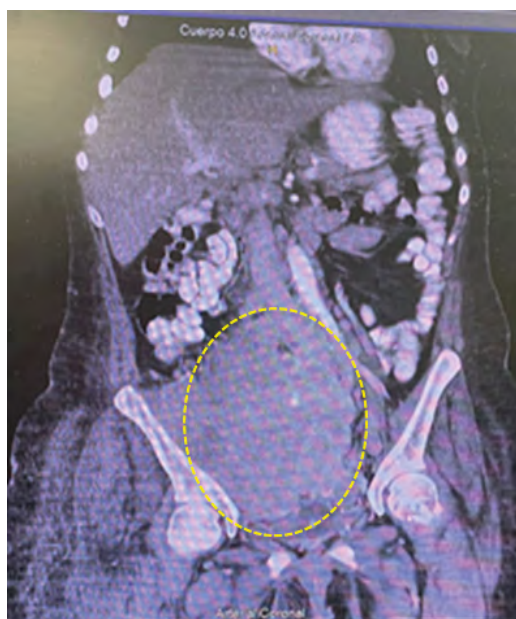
TC de abdomen y pelvis contrastada. Corte coronal. Se observa, en el área marcada con línea de puntos, tumoración de densidad de partes blandas en región hipogástrica y fosa iliaca derecha de 143 x 137 mm.
